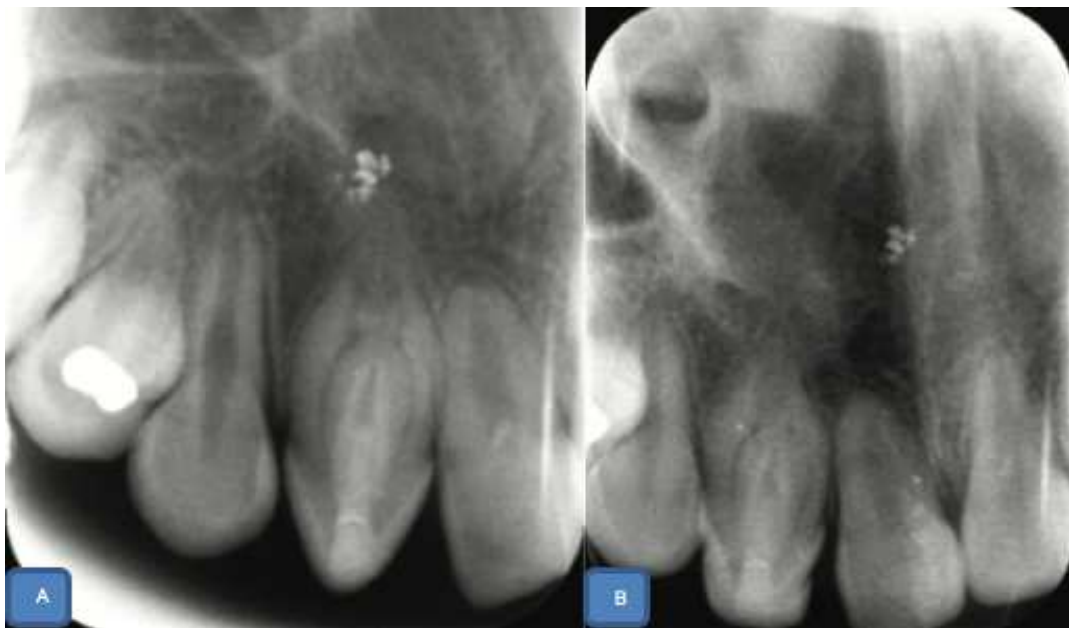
Radiographies rétro-alvéolaires de contrôle à A)1an et B)20 mois. [33]
